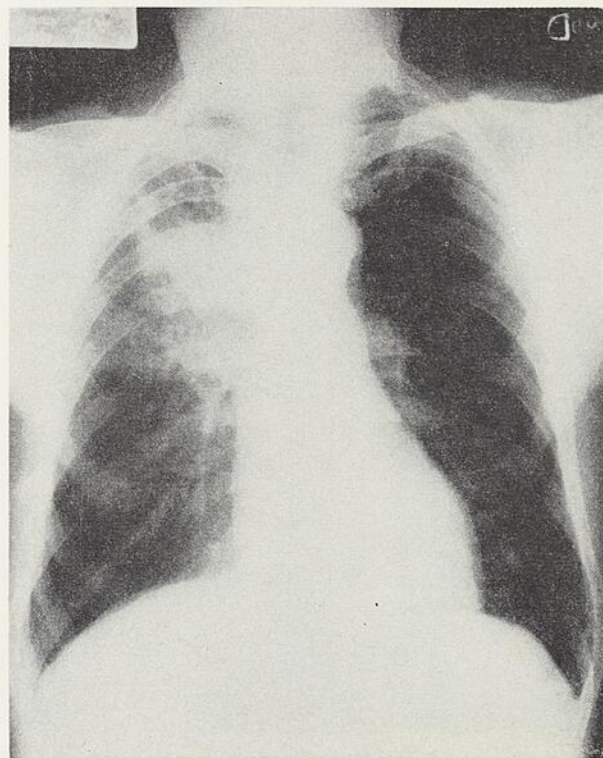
Radiographie pulmonaire (cas 2). Masse au-dessus du hile droit.
